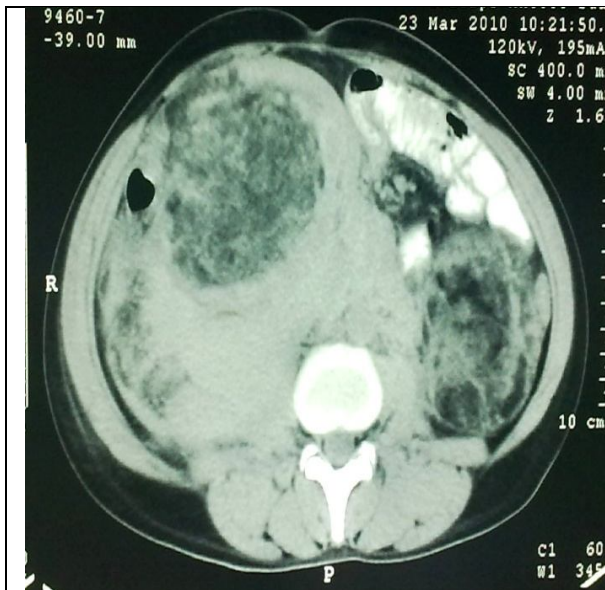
TDM chez une patiente âgée de 26 ans atteinte de la STB, montrant des AMLs bilatéraux compliquée du coté droit d'une hémorragie retro péritonéale.
